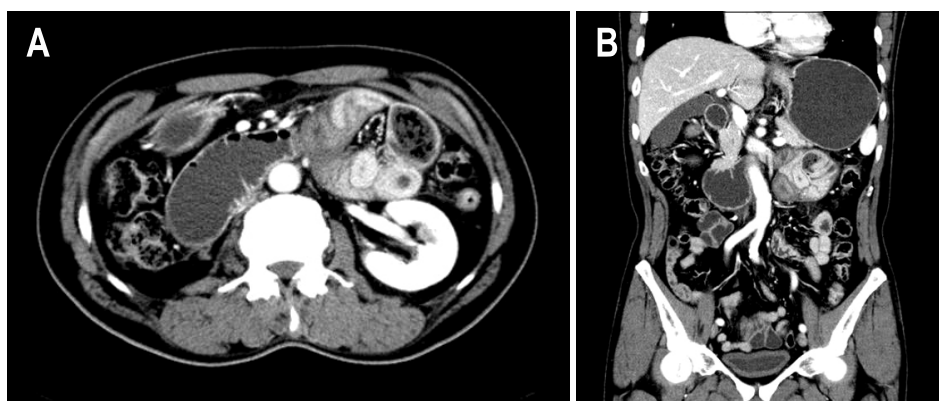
Abdominal CT findings. (A) The axial image of the CT scan showed sac-like mass of clustered bowel in the left upper quadrant and the expanded proximal bowel loop. (B) The coronal image showed the encapsulated bowel loop between stomach and pancreas.
